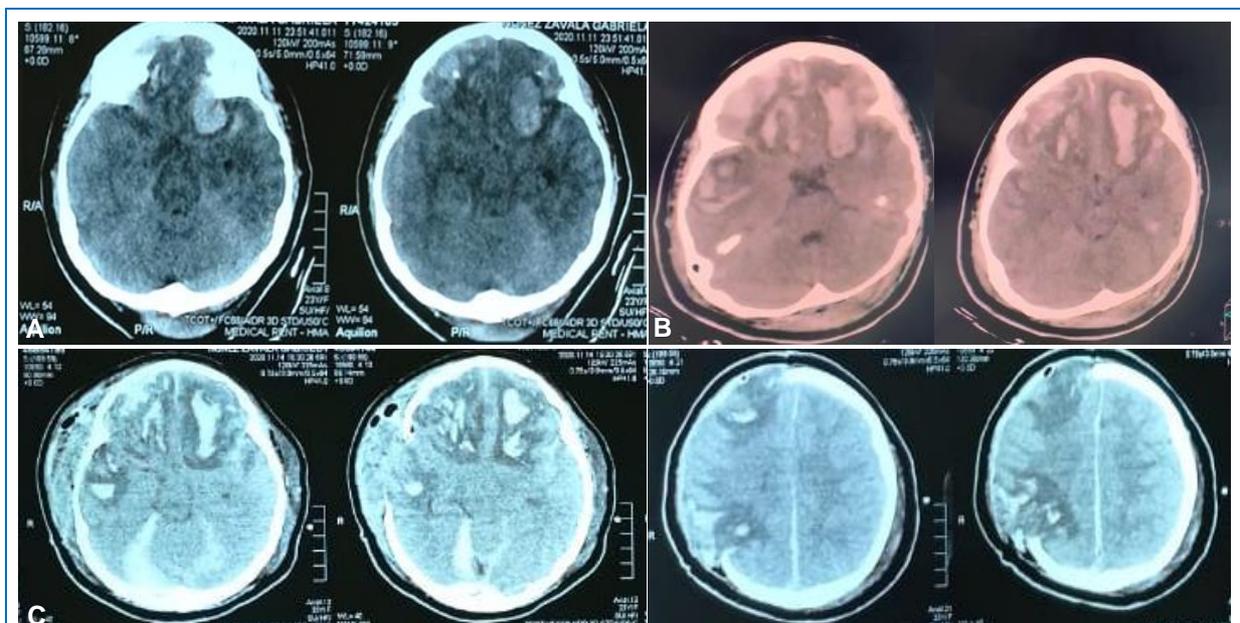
(A) Tomografía cerebral (TEM) al ingreso, que muestra contusiones bifrontal a predominio izquierdo, cisternas de la base obstruidas, gran edema, línea media conservada. (B) TEM cerebral a las 10 horas de ingreso donde se evidencia contusiones bifrontales de gran volumen, cisternas de la base obstruidas, gran edema, línea media desviada >5mm. (C y D) TEM cerebral postoperatoria luego de craniectomía descompresiva que muestra contusiones bifrontales definidas, contusión parietal derecha con edema circundante a la lesión, protrusión de masa cerebral por el área de craniectomía frontotemporoparietal derecha, cisternas de la base discretamente visibles, edema cortico-subcortical, línea media conservada.
